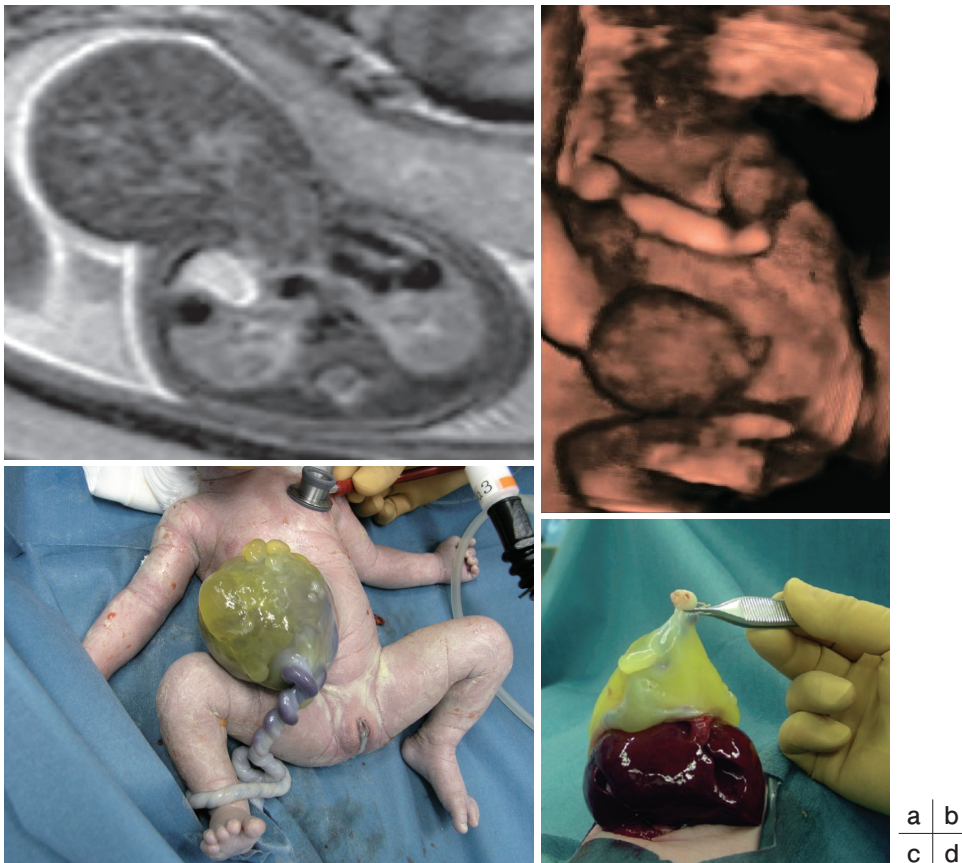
a : Axial T2-weighted image shows a large omphalocele that contains predominantly liver.
